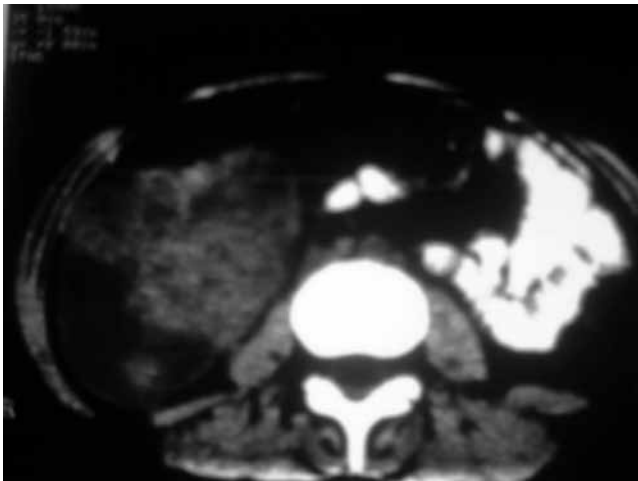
Tomografía de abdomen, que muestra gran tumor renal derecho.
